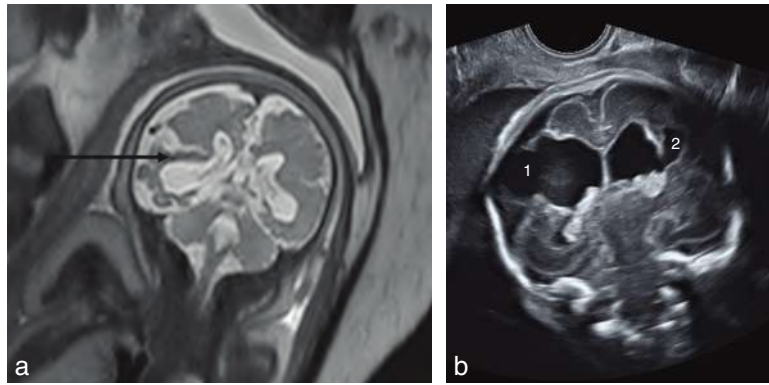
Schizencéphalie. a. 36 SA. IRM. Coupe coronale en pondération T2 montrant une probable schizencéphalie avec aspect dysplasique des berges (→). Lésions ischémiques associées. b. Forme bilatérale (25 SA). Coupe frontale, médiane du pôle céphalique. La large fente cérébrale est complète d'un côté (1) et partielle de l'autre (2).
